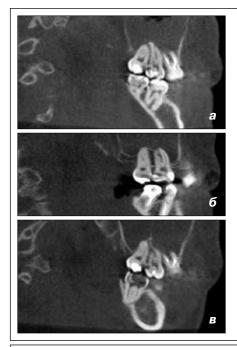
Дентальные объемные томограммы, мультипланарные реконструкции (а-в). Область исследования – зубы 1.7 и 1.8.
